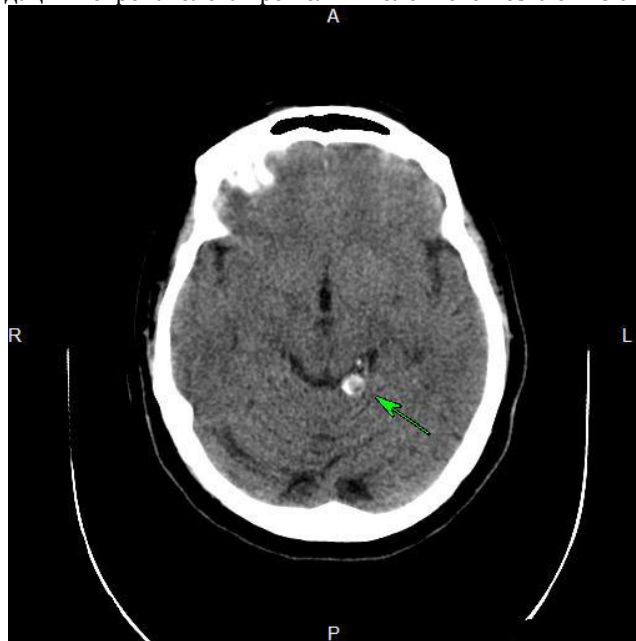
Компьютерная томография головного мозга. Заключение: Туберкулёз ЦНС (ромбэнцефалит, интракраниальные милиарные туберкуломы, пахи- и лептоменингит)
